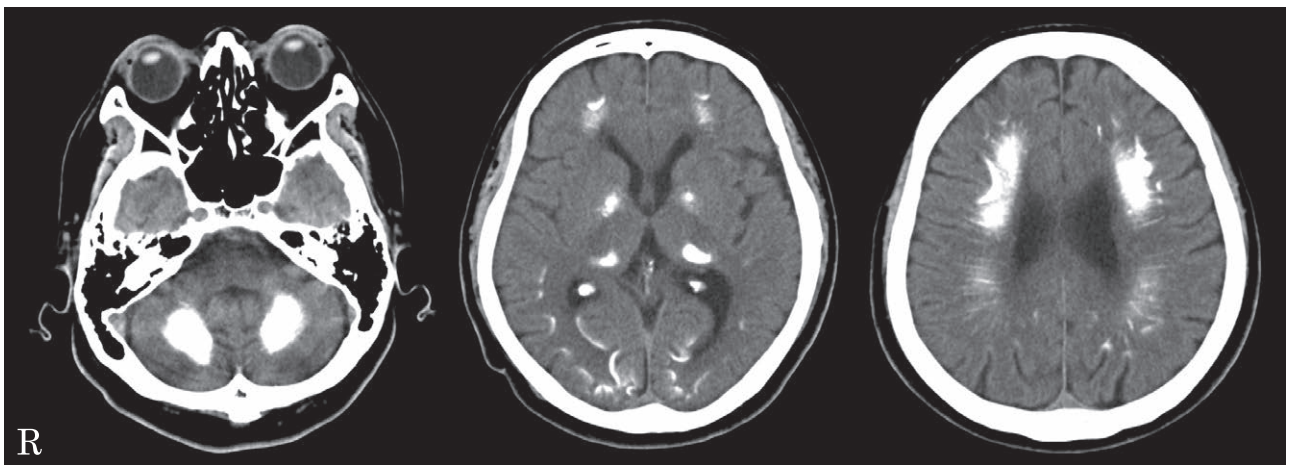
CT scan of the head.
